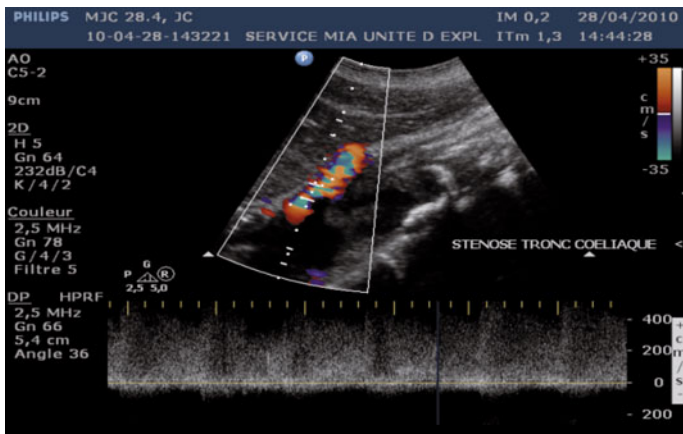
Sténose supérieure à 70 % du TC avec un PVS supérieur à 4m/s. on observe un aliasing en Doppler couleur.
